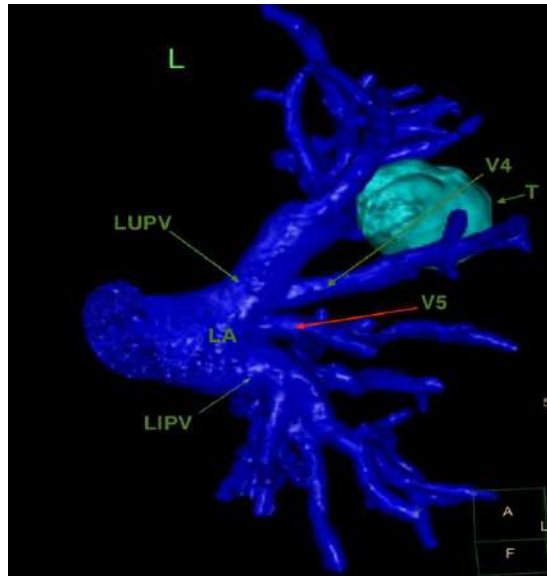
Редкий вариант раздельного впадения язычковых вен: верхняя язычковая (V^4) вена в систему верхней лёгочной вены, нижняя язычковая (V^5) вена в общий венозный синус (3D-реконструкция МСКТ-АГ) Опухоль (Т) показана голубым цветом. LUPV – левая верхняя лёгочная вена; LIPV – левая нижняя лёгочная вена; LA – левое предсердие
